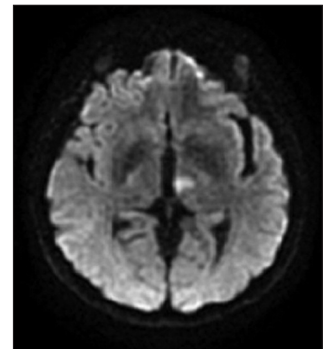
MRI-DWI scan showing acute, paramedian infarction in the left thalamus
